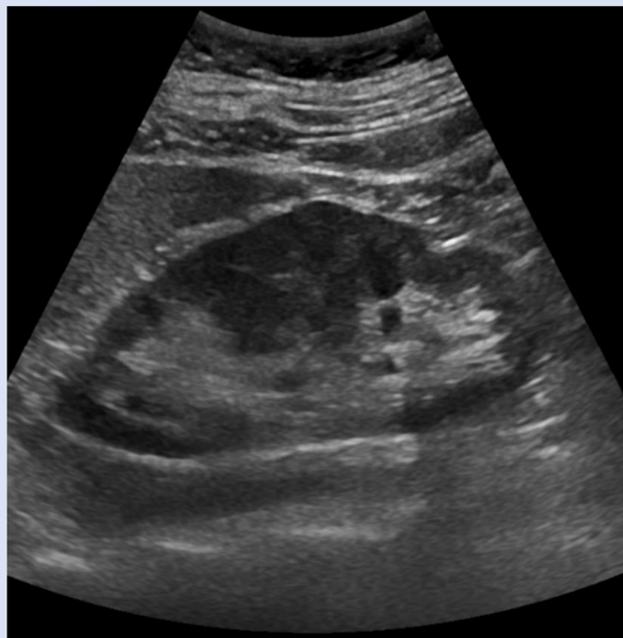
Imagen de ecografía de un riñón con hipertrofia de columna de Bertin. También se aprecia una pequeña cicatriz cortical en el polo inferior.
